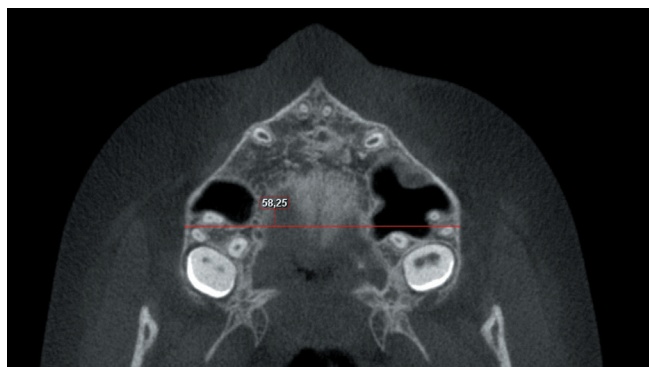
КЛК-томограмма. Измерение ширины верхней челюсти на аксиальном изображении.
